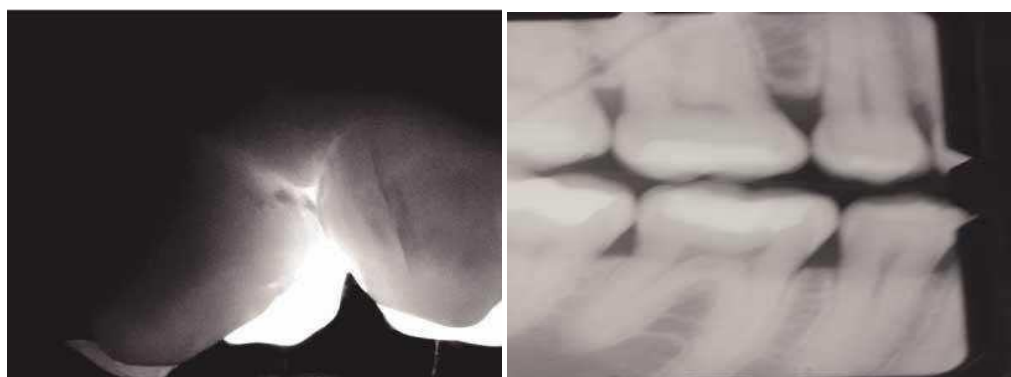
Première molaire maxillaire vue par transillumination (a), et par radiographie (b). [56]
